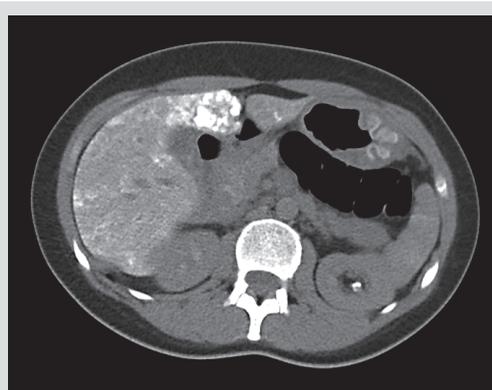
Native Computertomographie nach Chemoembolisierung mit guter Perfundat- und Embolisatbelegung in Lebersegment 4. Deutliches Downsizing im Langzeitverlauf.
